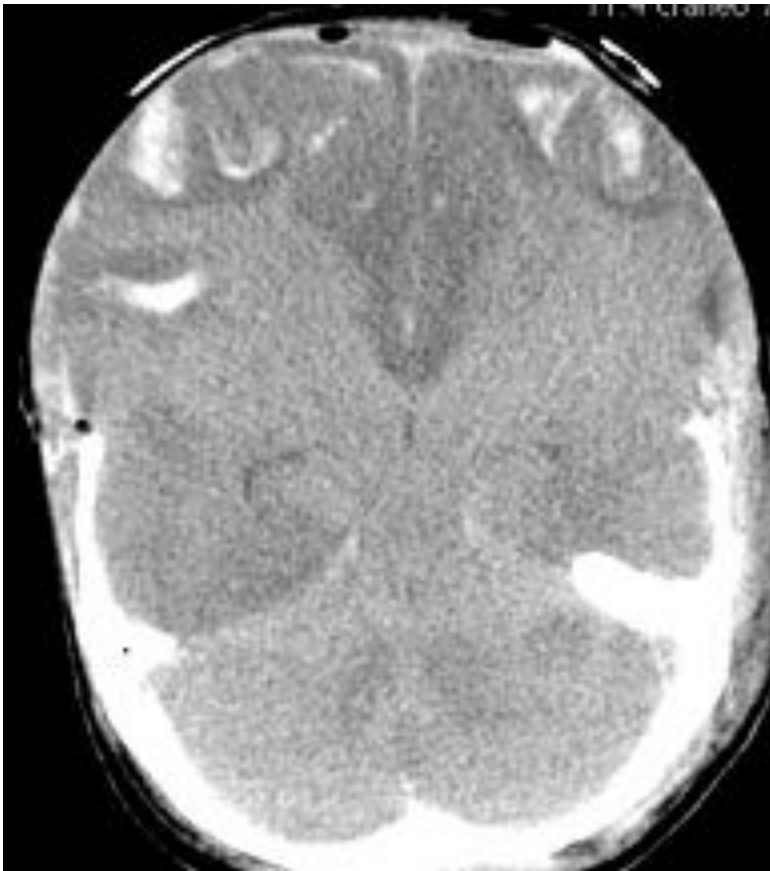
TC sin contraste: PO inmediato de CD bifrontal. Transformación hemorrágica de los infartos isquémicos postraumáticos.
